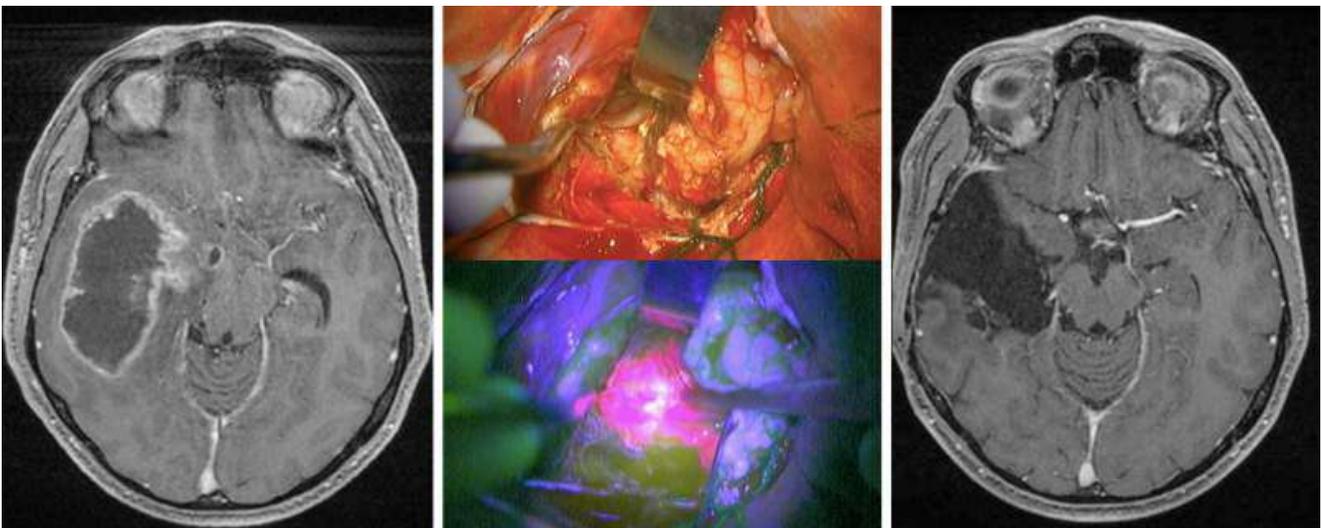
Glioblastoma. A. imagem T1 pós-contraste da RM demonstrando tumor captante com necrose e efeito de massa e hérnia uncal no lobo temporal direito; B. imagem intraoperatória sem (superior) e com (inferior) a fluorescência 5-ALA positiva; C. imagem T1 pós-contraste no pós-operatório imediato, evidenciando remoção máxima da área captante.
